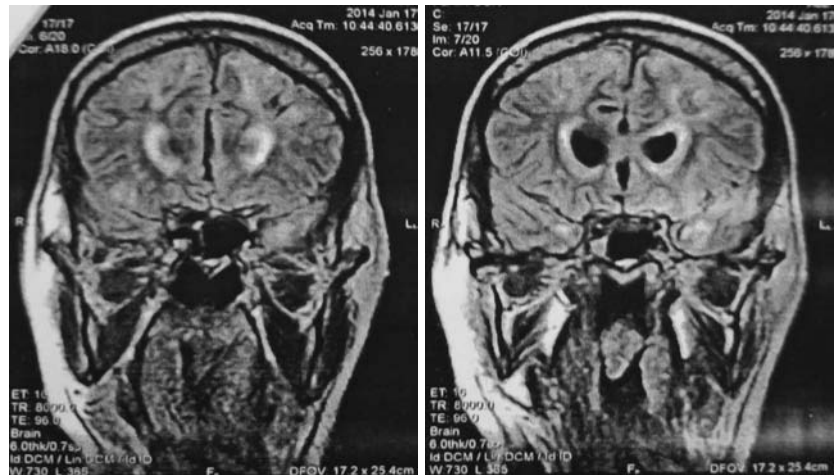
МРТ головного мозга. 2 мес после травмы. Пациент К. ВМЭ. Венитрикулит.
